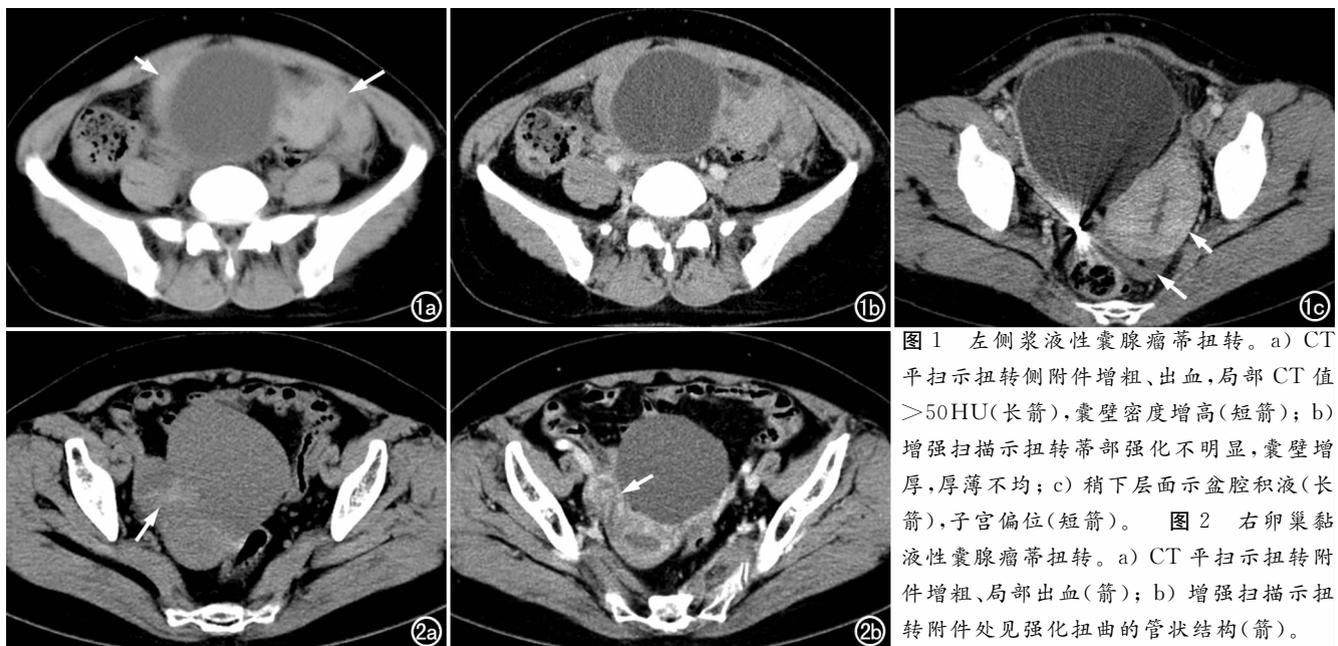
左侧浆液性囊腺瘤蒂扭转。a) CT平扫示扭转侧附件增粗、出血,局部CT值 $>50$  HU(长箭),囊壁密度增高(短箭); b) 增强扫描示扭转蒂部强化不明显,囊壁增厚,厚薄不均; c) 稍下层面示盆腔积液(长箭),子宫偏位(短箭)。图2 右卵巢黏液性囊腺瘤蒂扭转。a) CT平扫示扭转附件增粗、局部出血(箭); b) 增强扫描示扭转附件处见强化扭曲的管状结构(箭)。
